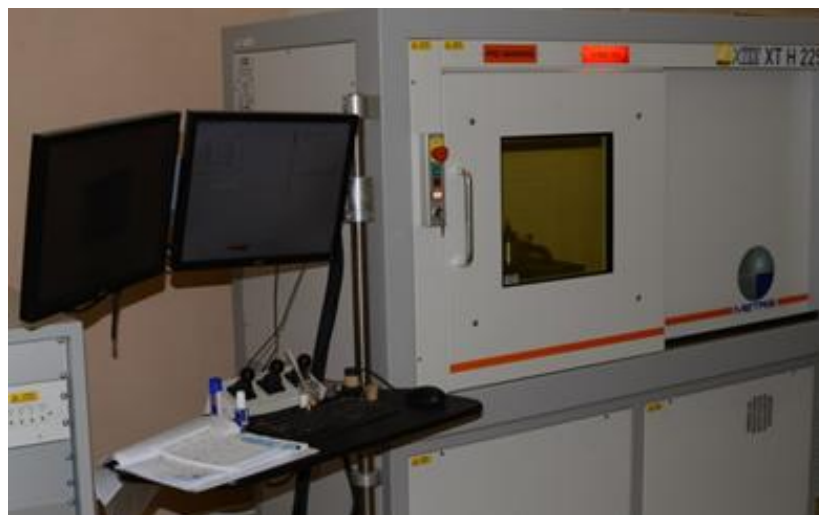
Сканирование зуба с ИКЭ на компьютерном томографе (лаборатория петрофизики кафедры «Геология нефти и газа» ПНИПУ)
